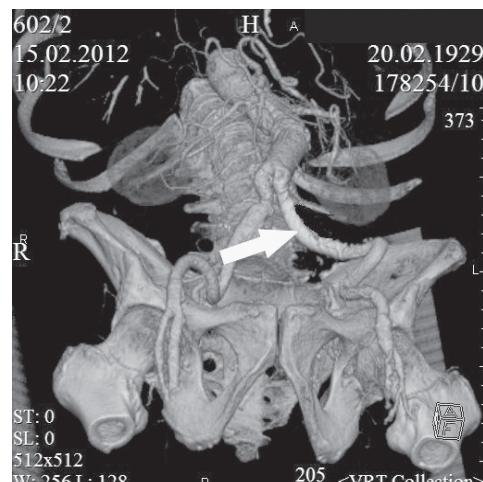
КТ-ангиограмма. Проходимость левой подвздошной артерии (стрелка) сохранена, аневризма не визуализируется
